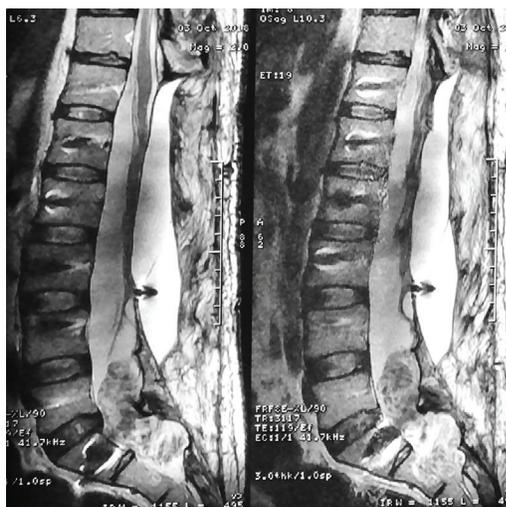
Resonancia magnetica post operatoria mostrando remanente tumoral no reseado a nivel de canal raquideo de L5 y Sacro.
